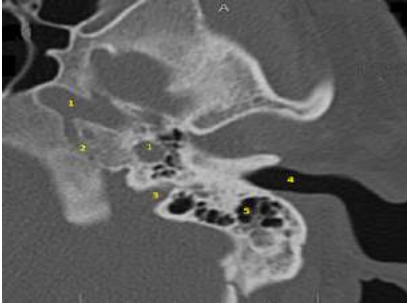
Aksiyal temporal BT kesiti; epitimpanyum (1), epitimpanyum lateral duvarı -skutum- (2), aditus antrum (3), mastoid antrum (4), promontoryum (5)
